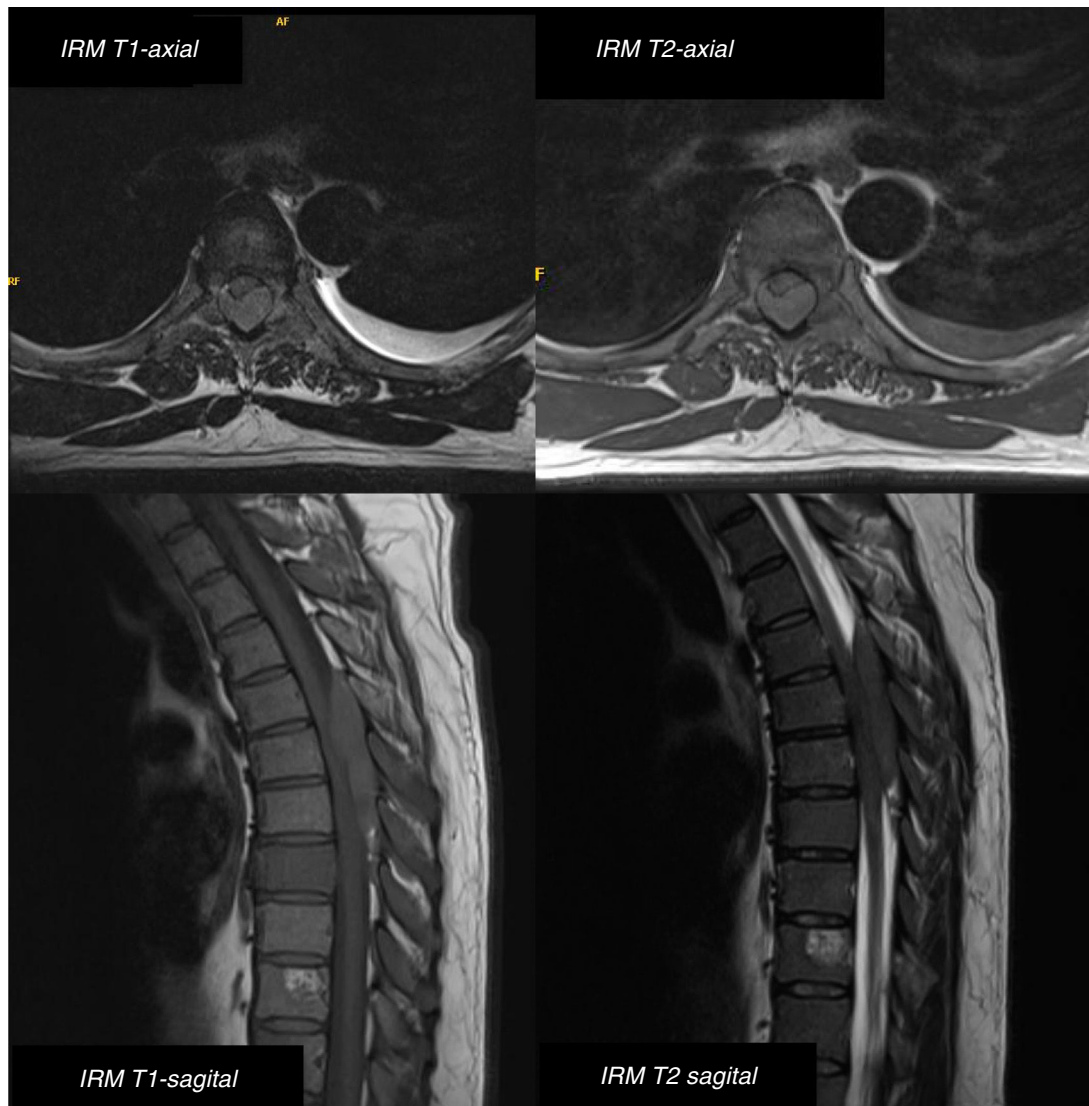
RM dorsal, cortes axiales y sagitales, T1 sin contraste y T2. Se aprecia masa epidural posterior isointensa desde D5 hasta D8, comprimiendo la médula en su porción posterior. Asocia múltiples lesiones óseas de la columna dorsolumbar, tanto de elementos posteriores como de cuerpos vertebrales en todos los niveles dorsales y L1.
